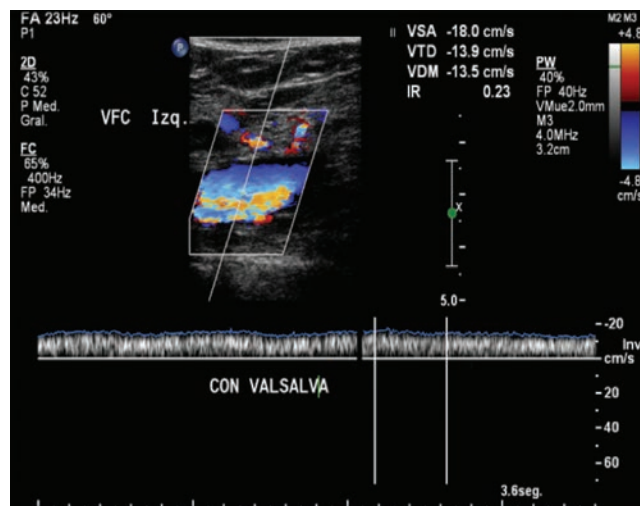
Vena femoral común: Doppler pulsado, espectro sin fascicitud. Vena sin elasticidad. Trombosis aguda.
